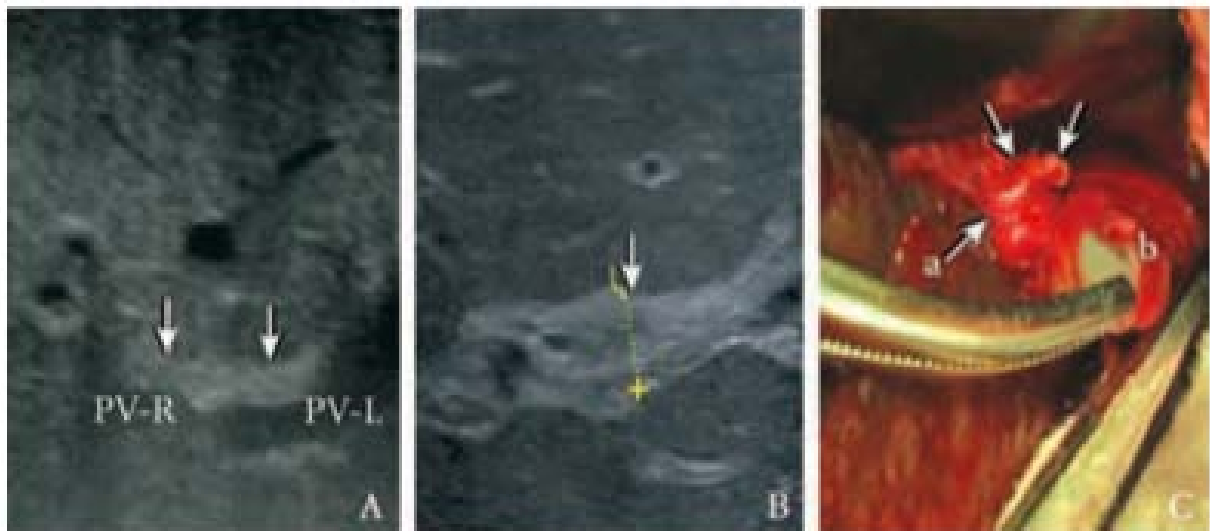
Signe de la corde triangulaire A: zone hyperéchogène de 3,5 mm d'épaisseur en avant de la bifurcation de la veine porte. B: TC de 8,4 mm d'épaisseur (flèche) C : vue préopératoire retrouvant un masse fibrotique (a) et une vésicule biliaire atrophique (b), B et C correspondent au même enfant [115].
